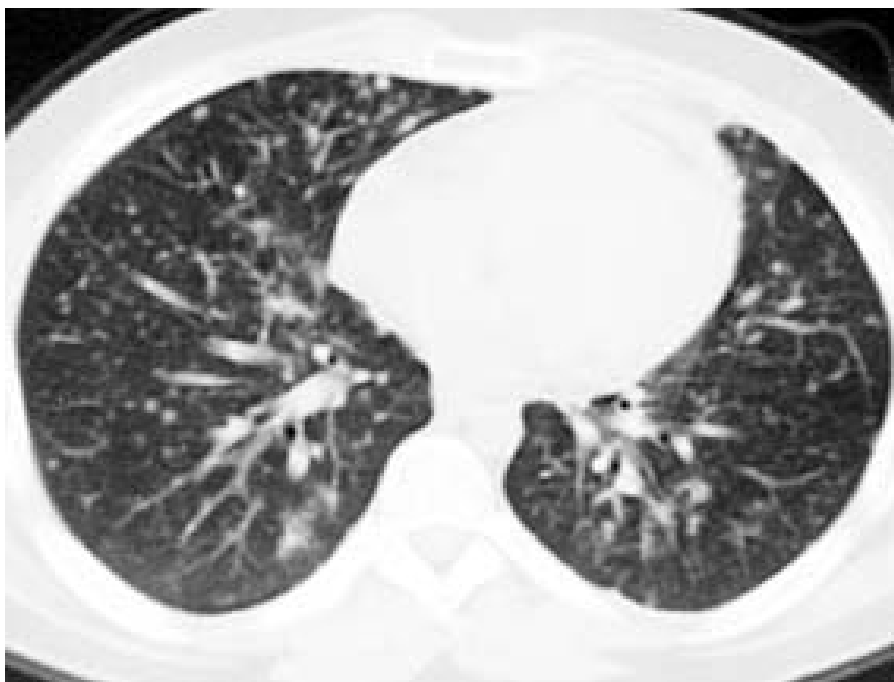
Компьютерная томограмма легких больной Б., 36 лет. Пециломикоз легких. Центрилобулярные и хаотично расположенные очаговые тени с обеих сторон на фоне усиленного легочного рисунка.
